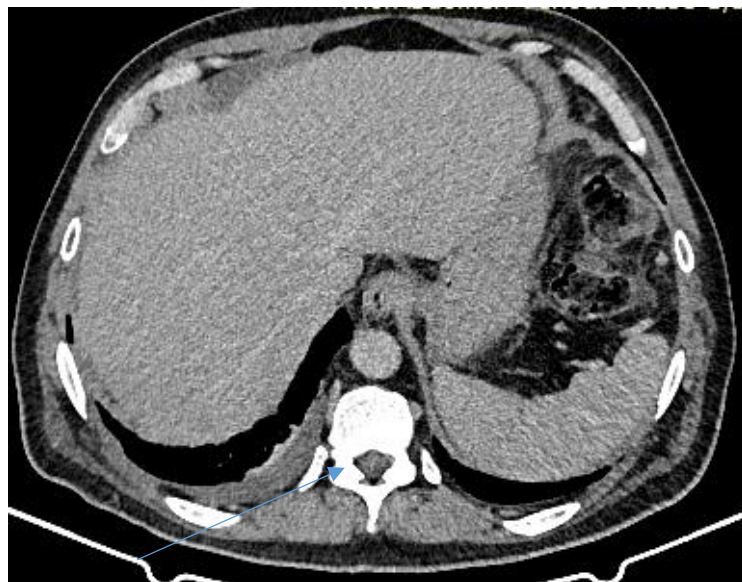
МСКТ АГ, аксиальный срез от 09.01.2024.
